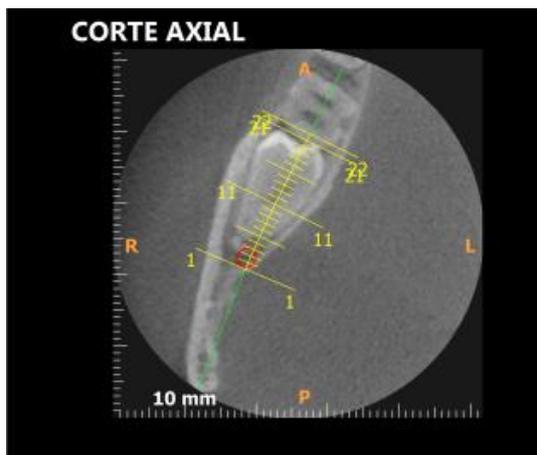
Corte Axial da TC
